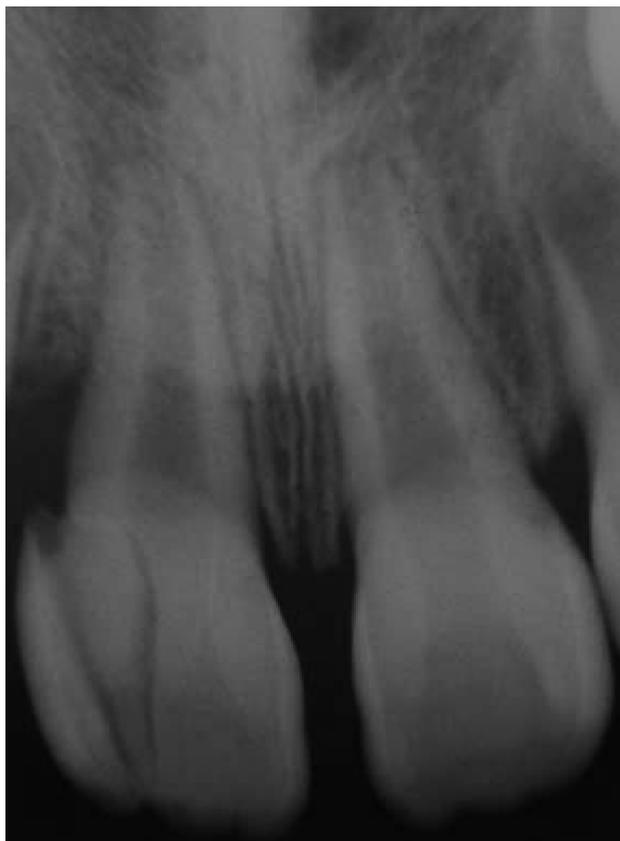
Radiografia inicial: observam-se o ápice aberto e perda óssea na crista distal
